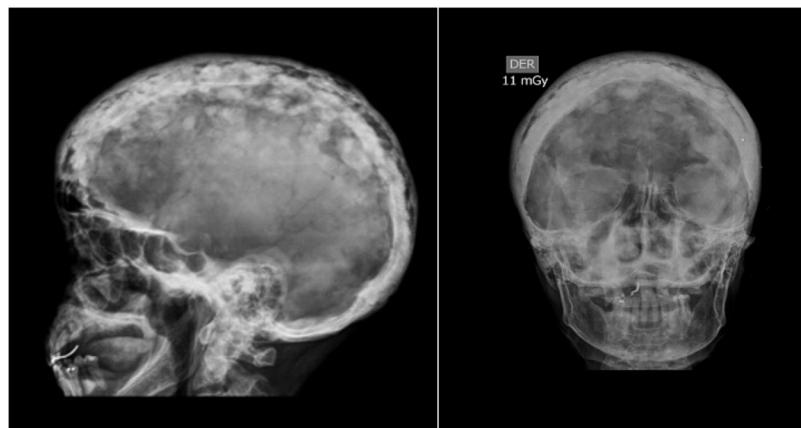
Radiografías lateral y AP de cráneo con un engrosamiento difuso de la tabla ósea de la bóveda craneana y áreas de lesiones blásticas y líticas difusas en el cráneo.
